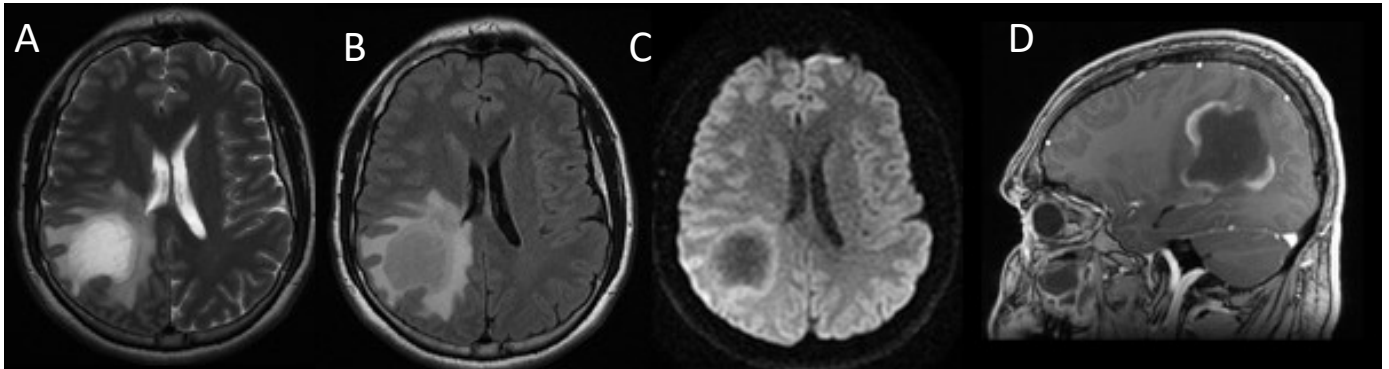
MR sin y tras la administración de Gd. Secuencias T2 (A), FLAIR (B), DWI (C) y T1 post-contraste plano sagital (D). Se observa una lesión parietal derecha que en secuencias T2 es muy hiperintensa y está atravesada por áreas lineales hipointensas. En DWI presenta una restricción periférica. Con contraste existen áreas semicirculares de captación periférica formando anillos incompletos. Se acompaña de marcado edema vasogénico. La PCR en LCR para VJC resultó negativa y se recurrió a la biopsia cerebral, mostrando lesiones típicas de LMP con infiltrado perivascular linfocitario. Hospital Universitario 12 de Octubre.
